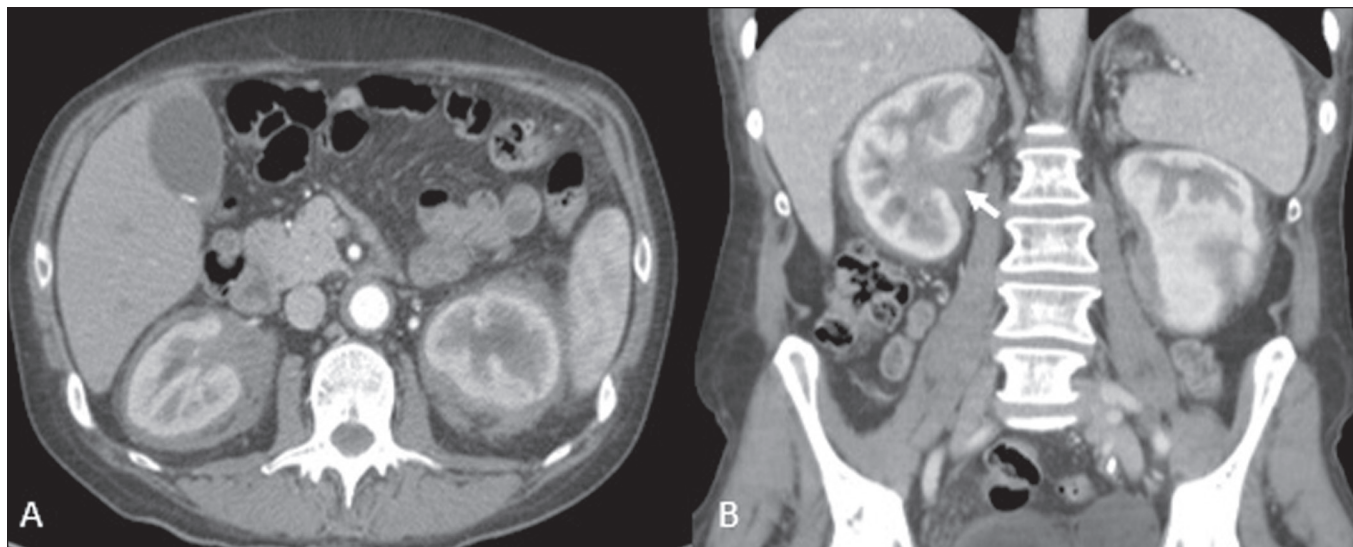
Padrão em manto. Doença de Erdheim-Chester em homem de 62 anos. As imagens de TC (A,B) demonstram tecido sólido perirrenal (padrão em manto) envolvendo o hilo renal (seta em B). Não foi observada hidronefrose bilateral.
